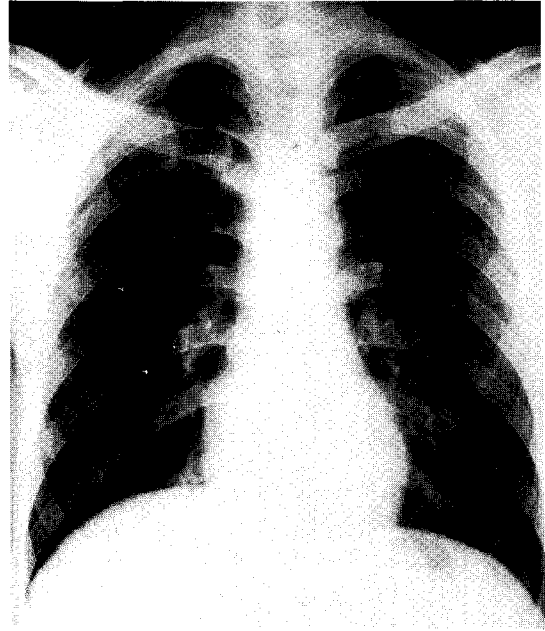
Postero-anterior radiograph shows typical reticular nodular abnormalities of pulmonary eosinophilic granuloma.
